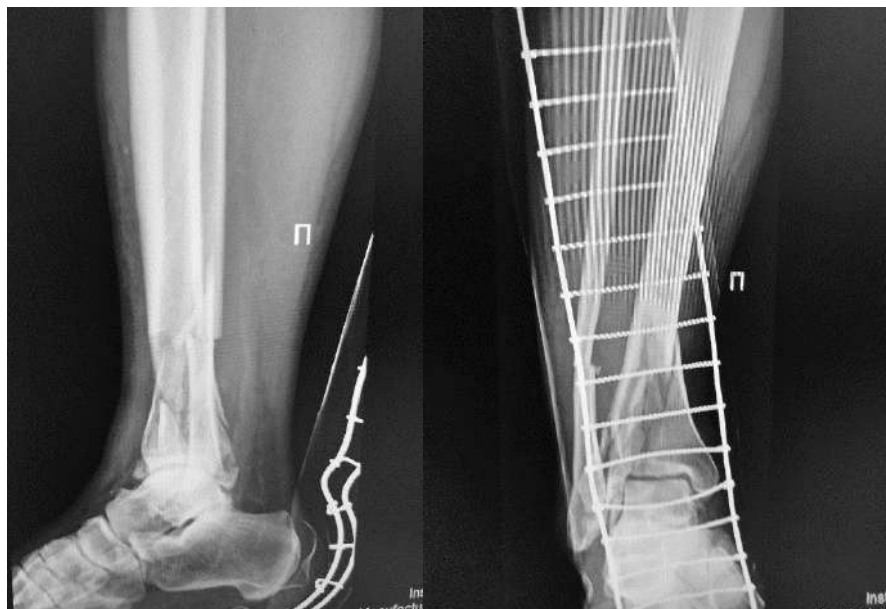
Фотовідбиток рентгенограми хворого В. Діагноз: Відкритий багатоскалковий перелом дистального метаепіфізу кісток правої гомілки 43 - B2.3
